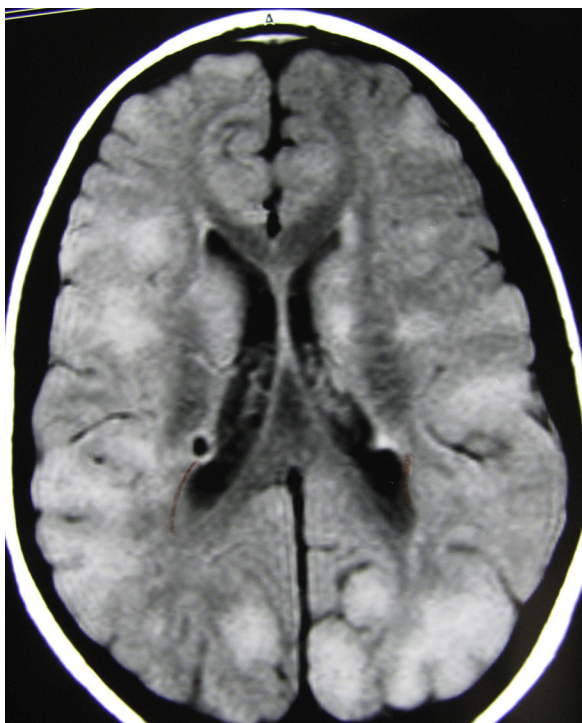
Corte axial de la RM en la que se observa gran cantidad de tuberosidades de pequeño-mediano tamaño en ambos hemisferios.
